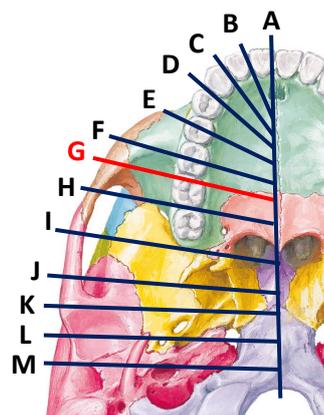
Coupe radiographique para-sagittale passant entre 16 et 17
